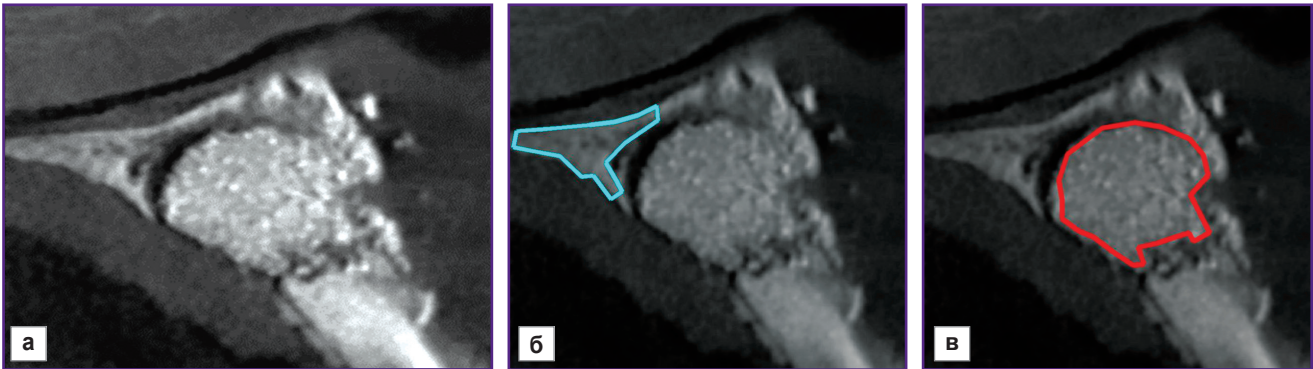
Томограмма пациента, зарегистрированная после лечения:
